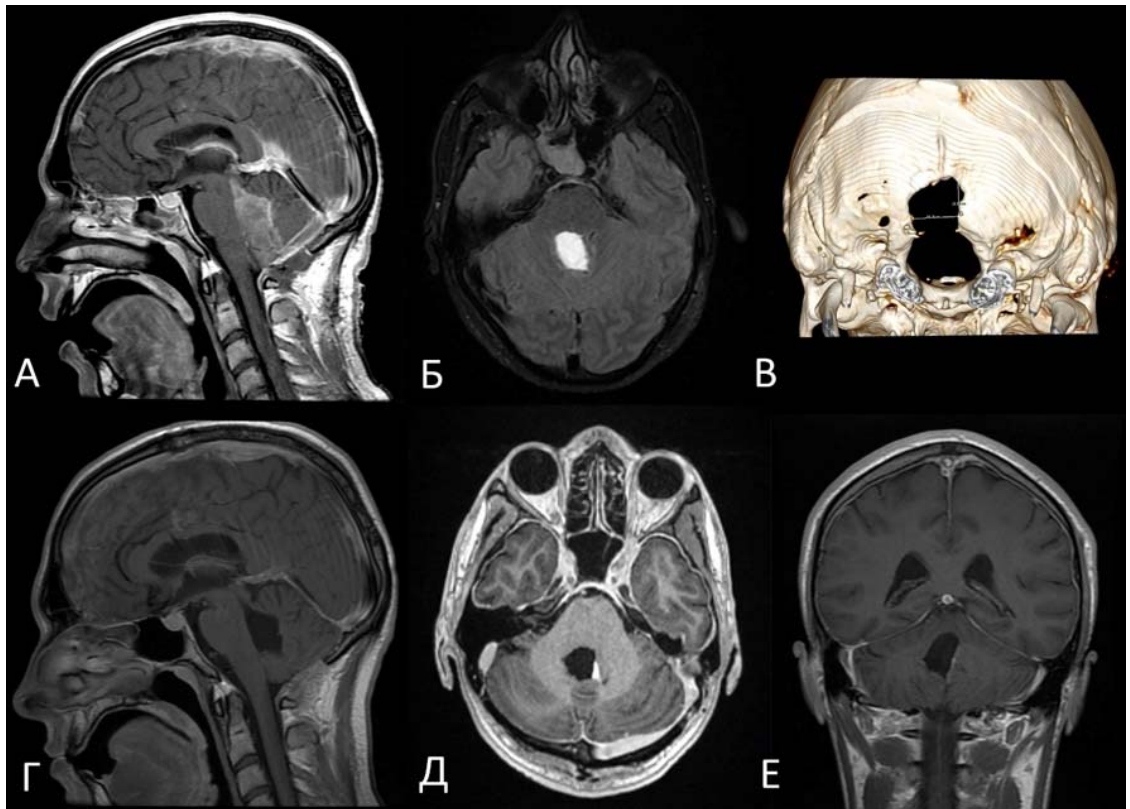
П-т Т-ев, А – сагиттальные МРТ снимок с контрастным усилением, «отшнурированный» четвертый желудочек, Б – аксиальный МРТ снимок в режиме FLAIR, «отшнурированный» четвертый желудочек, В – КТ-реконструкция срединной малоинвазивной субокципитальной краниотомии, Г – сагиттальный МРТ снимок с контрастным усилением на момент выписки, Д – аксиальный МРТ снимок с контрастным усилением на момент выписки, Е – фронтальный МРТ снимок с контрастным усилением на момент выписки
